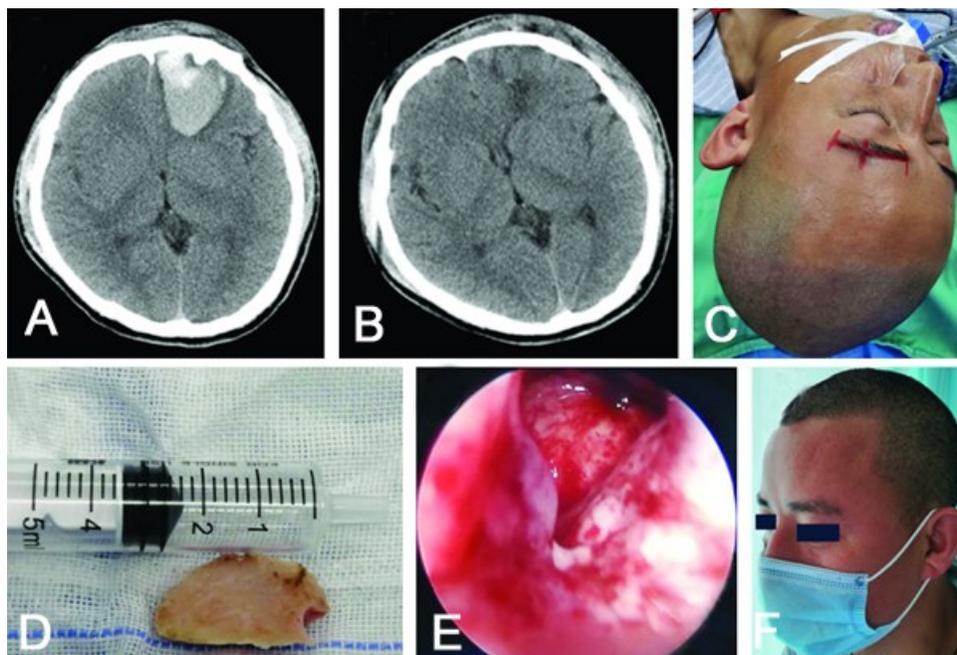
20岁男性,未婚,因头部摔伤后嗜睡并恶心呕吐13 h入院,头部CT显示左侧外伤性额叶血肿,经眉弓锁孔入路神经内镜手术治疗
